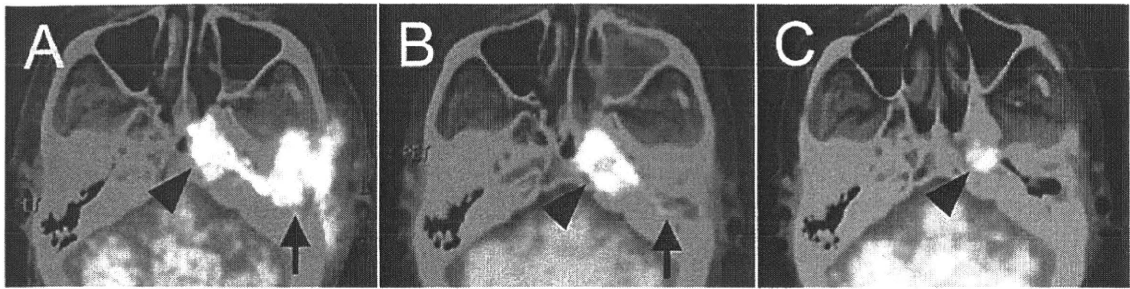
FDG-PET/CTによる症例1の治療効果の評価
